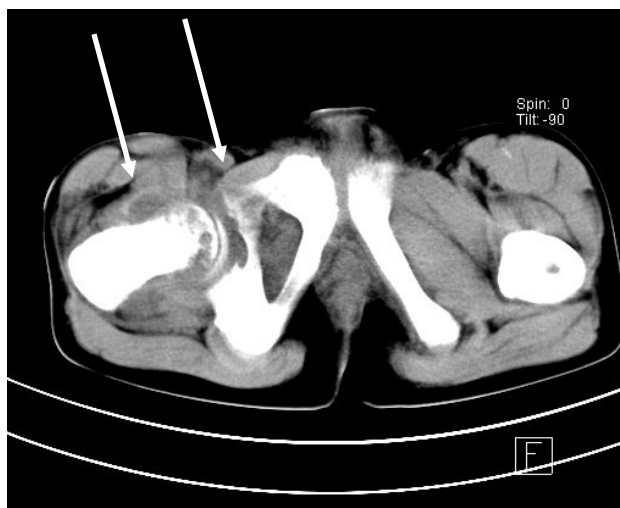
КТ костей таза девочки 13 лет с острым гематогенным остеомиелитом, третьи сутки заболевания. Определяется отек мягких тканей, окружающую пораженную кость, суставная щель по сравнению со здоровой была несколько сужена, суставная поверхность тазовых костей негладкая. На КТ здорового аналогичного сегмента мягкие ткани структурны, четко визуализируются все слои
